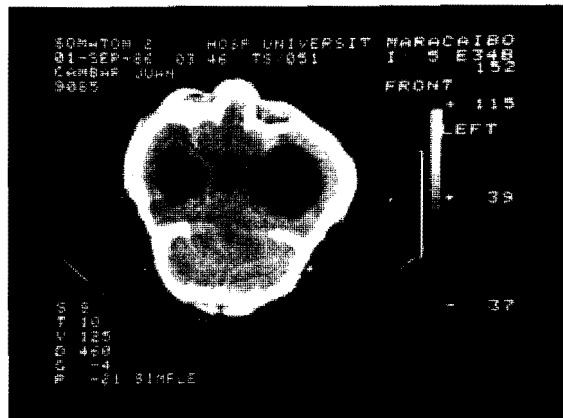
Tomografía de cráneo: braquiocéfalia
